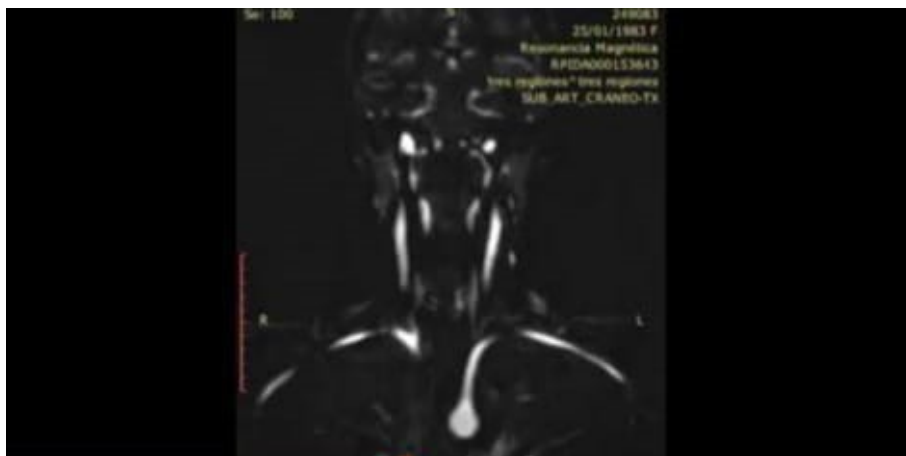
Angioresonancia
